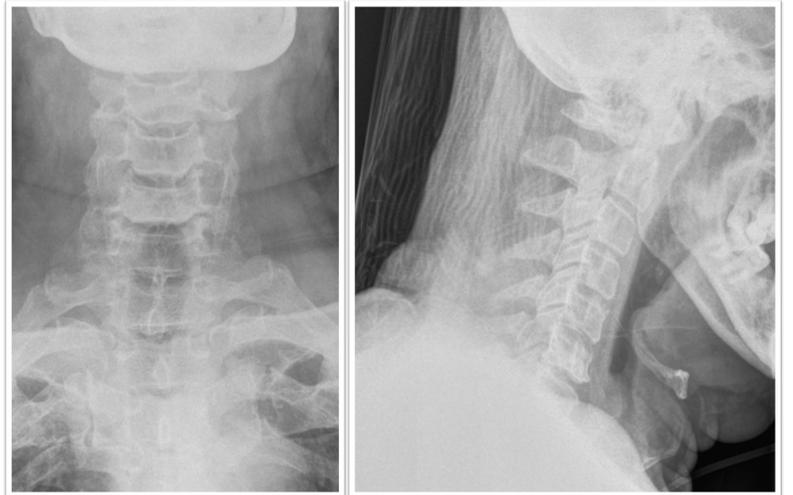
Radiografías al momento de ingreso, AP y Lateral, esta última no muestra la totalidad de C7.
